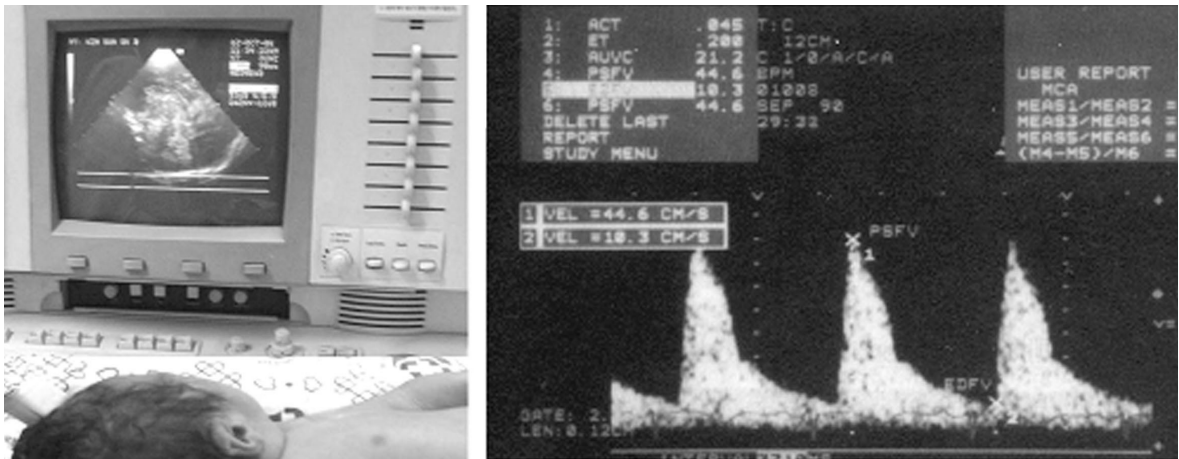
Cranial ultrasonography and resistance index (RI)
